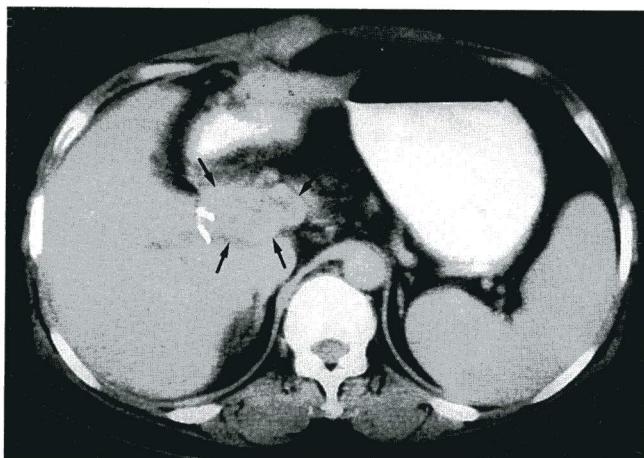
CT scan shows an ill-defined soft tissue mass(arrows) at and around the CBD region obliterating the portal vein margin. Note surgical clips at cholecystectomy site.
